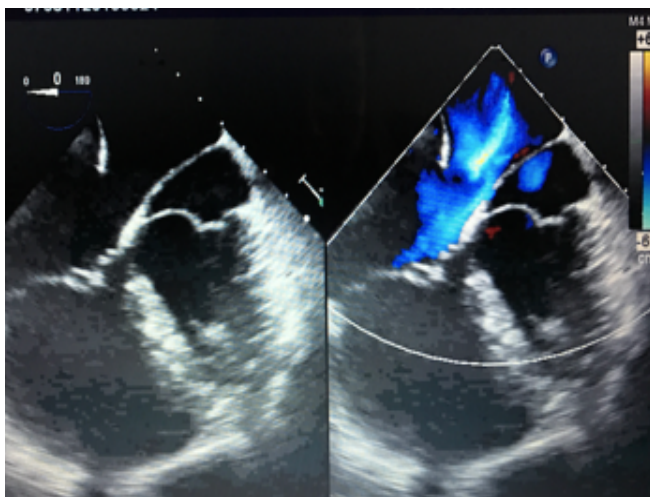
Ecocardiograma transesofágico que muestra aurícula y ventrículo derechos dilatados así como seno coronario. Al Doppler color se observa flujo de izquierda a derecha.
